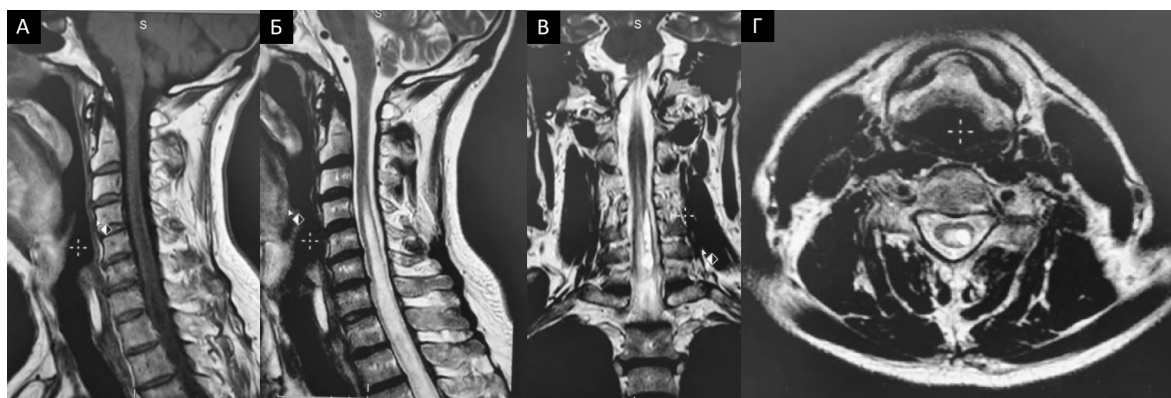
МРТ шейного отдела позвоночника: А – сагиттальный срез, T1-взвешенное изображение (ВИ); Б – сагиттальный срез, T2-ВИ; В – фронтальный срез, T2-ВИ; Г – аксиальный срез, T2-ВИ (декабрь 2019 г.) Интрамедуллярное объемное образование на уровне C_{IV}–Th_{III} без признаков гиперваскулярности. Источник: составлено авторами
